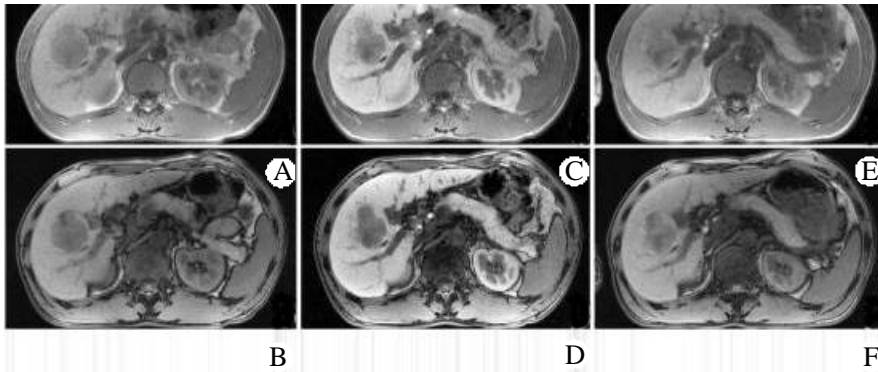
肝右叶 HCC 患者 MnDPDP 增强 MRI
